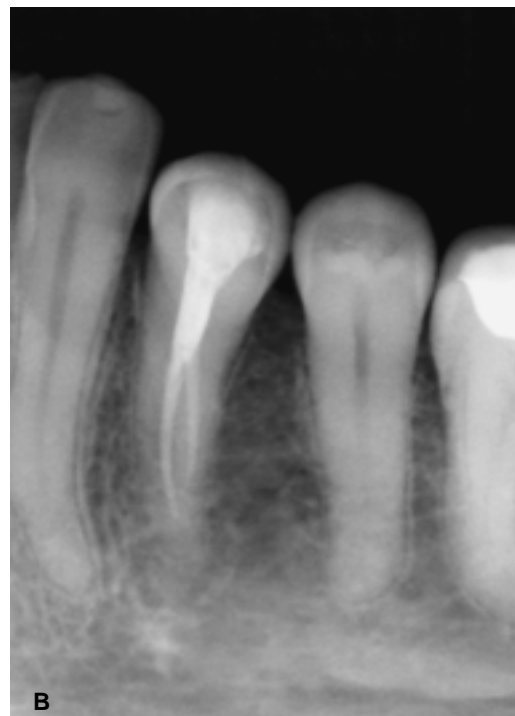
A) Radiografía mostrando la longitud de trabajo. B) Obturación terminada.
